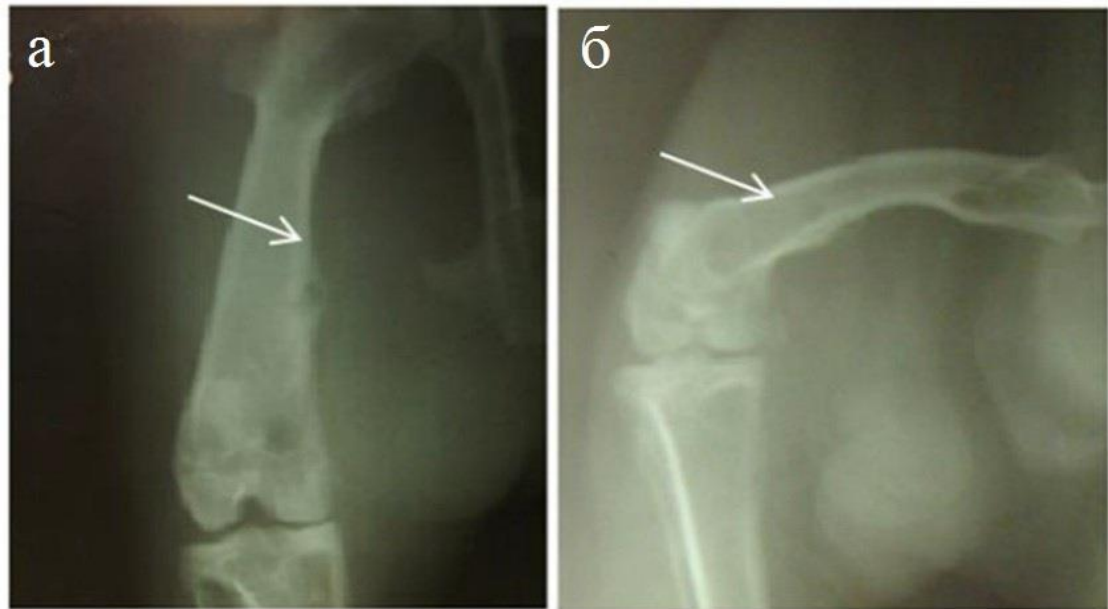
Дані рентгенологічних досліджень динаміки відновлення модельованого дефекту кісткової тканини за допомогою «mp3 OsteoBiol»: а – 30 доба; б – 90 доба після відновлення
